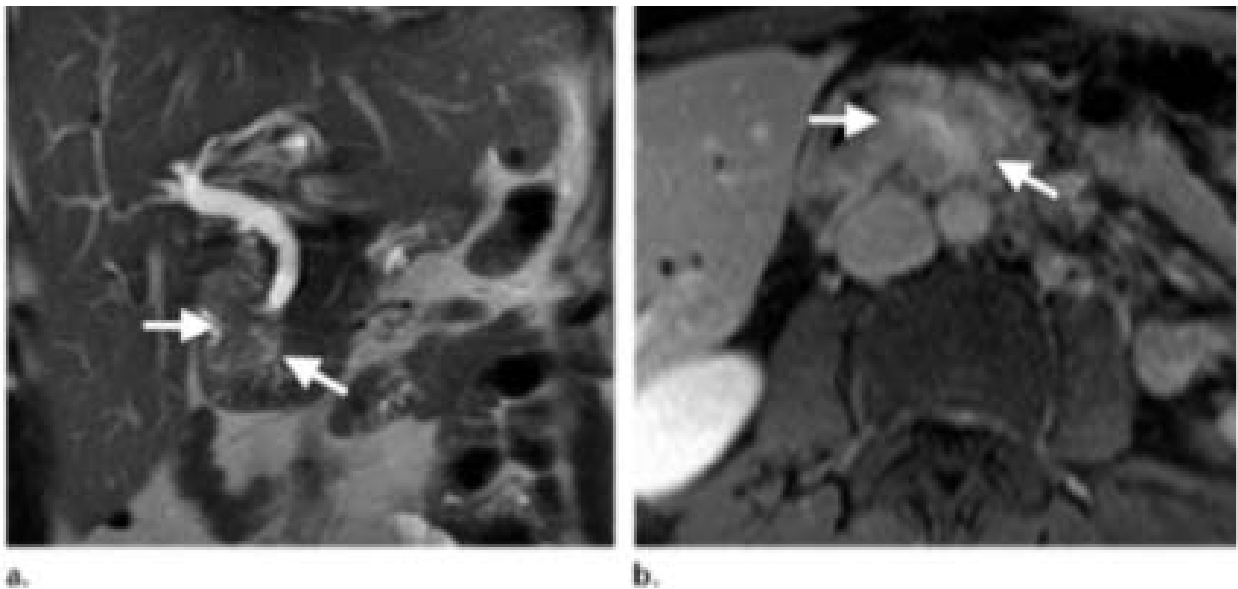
(a) L'IRM d'un adénocarcinome ampullaire qui montre une masse lobulée légèrement hyper-intense (flèches) provenant de l'ampoule, avec dilatation de la VBP. (b) : L'IRM montre la nature infiltrative d'une masse ampullaire hétérogène (flèches) (74).
